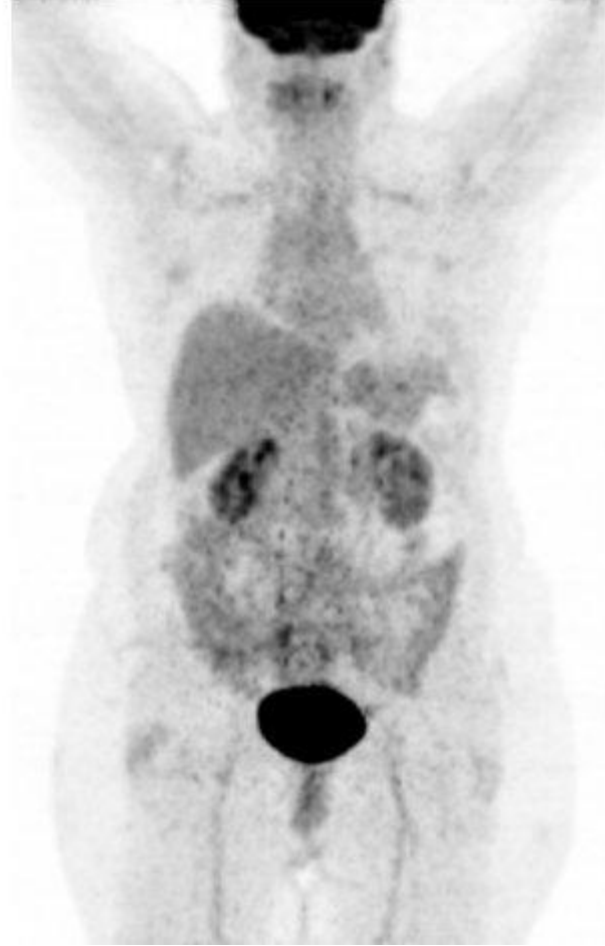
63 yaşında opere rektum ca tanılı erkek hasta. PET/BT incelemede böbrek hilusları düzeyinde santral mezenterik bölgede ince bağırsak anslarından net ayırt edilemeyen yumuşak doku alanında malign tutulum açısından yüksek şüpheli olarak yorumlanan artmış FDG tutulumu saptanmıştır. Hastanın CEA düzeyleri normal sınırlarda CA 19-9 ise artmış olarak bulunmuştur. PET/BT’de şüpheli değerlendirilen bu lezyon MR görüntülemeye metastaz lehine değerlendirilmiştir.
